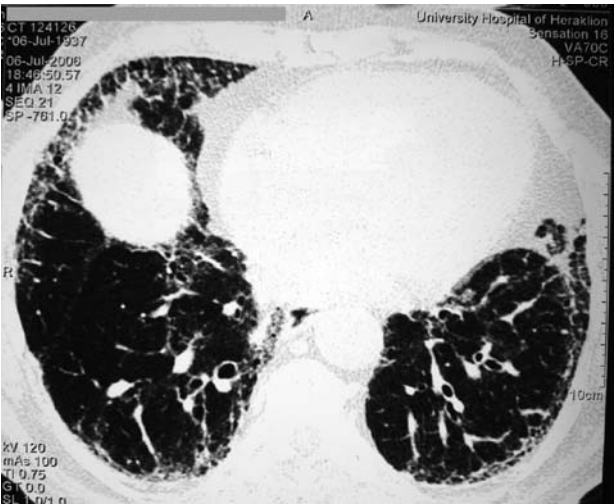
Patient 2, HRCT after 6 years. Level 6: Diaphragm carina: total interstitial disease score (TID) =40, attenuation of ground glass opacities, increase of coarseness.
